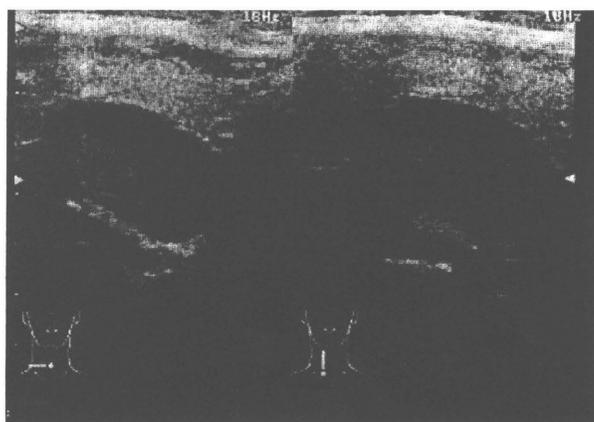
Ultrasonography of the parathyroid gland.
